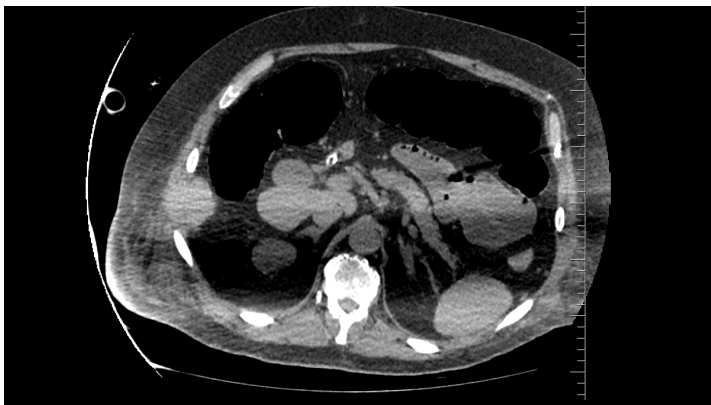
КТ органов брюшной полости с в/в КУ. Пузырьки газа в стенке кишки
